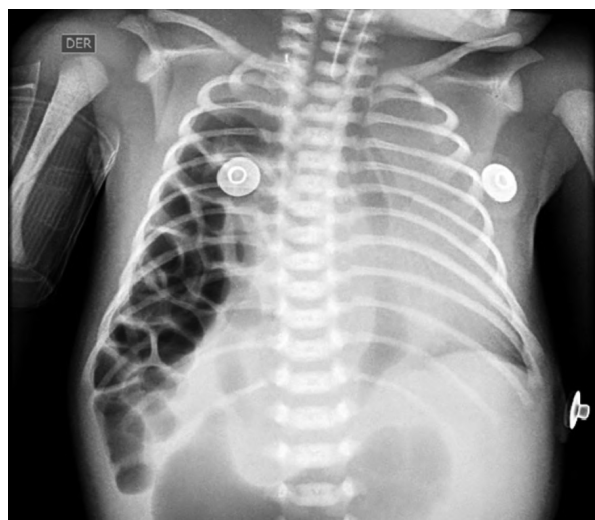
Radiografía de tórax a 12 horas de vida.
